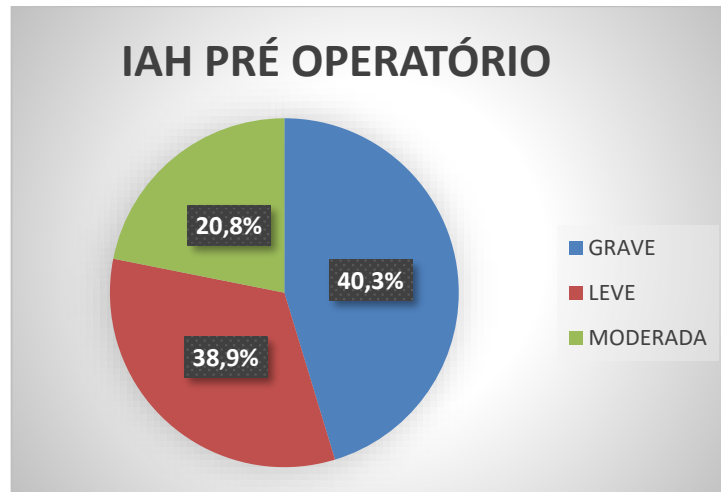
Índice de apneia e hipopneia dos pacientes submetidos a polissonografia no período pré-operatório (Normal: IAH ≤ 1 ; SAOS leve: IAH $>1 \leq 5$; SAOS moderada: IAH $>5 \leq 10$; SAOS grave: IAH >10)
